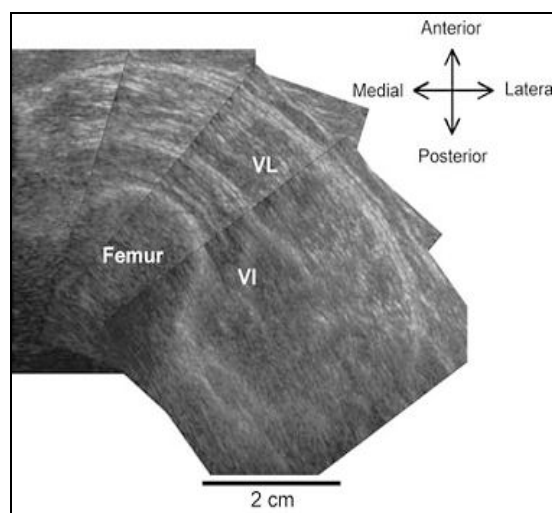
Método de medição da AST por ultra-sonografia, com visualização do fêmur, vasto lateral (VL) e intermédio (VI) (Reeves *et al.*, 2004).
